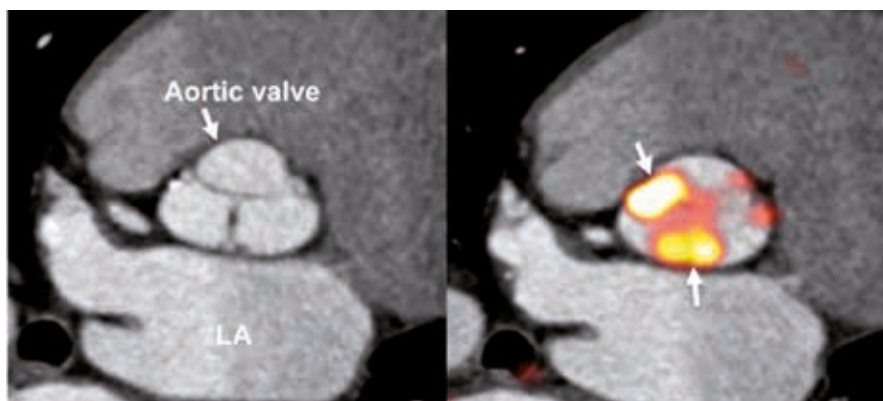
Immagine PET-TC di una valvola aortica con emissione di fluoruro di sodio (NaF). A destra un aumento dell'uptake di NaF (freccia) riflette deposizione attiva di calcio nonostante non evidente macroscopicamente (sinistra). LA: left atrium.
